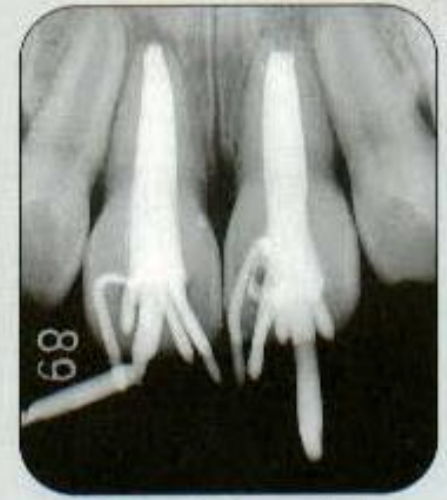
Radiograph after the final root canal filling with sealer and gutta-percha.
